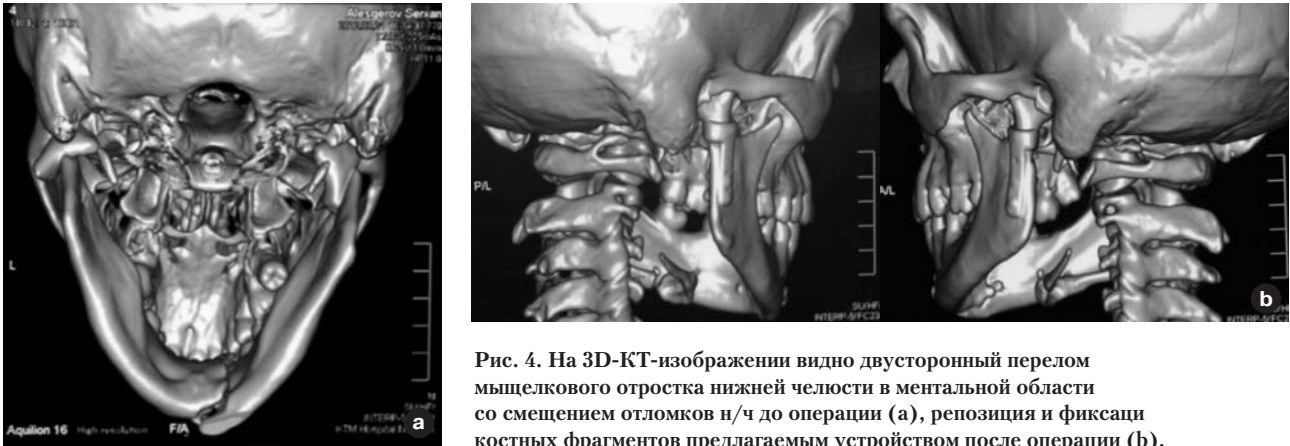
На 3D-КТ-зображенні видно двусторонній перелом м'язелкового отростка нижньої щелепи в ментальній області со зміщенням отломків н/ч до операції (а), репозиція і фіксація костних фрагментів пропонуєтьсям пристроєм після операції (б).
